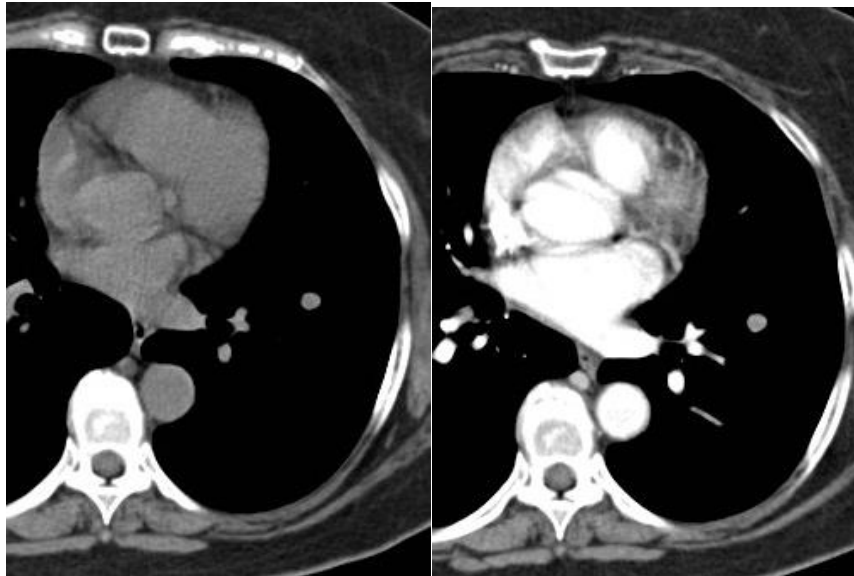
(a) y (b) Imágenes de TC. Se observa nódulo pulmonar solitario en pulmón izquierdo, imágenes sin y con contraste que muestran la poca o casi nula captación de contraste y su contenido graso.
